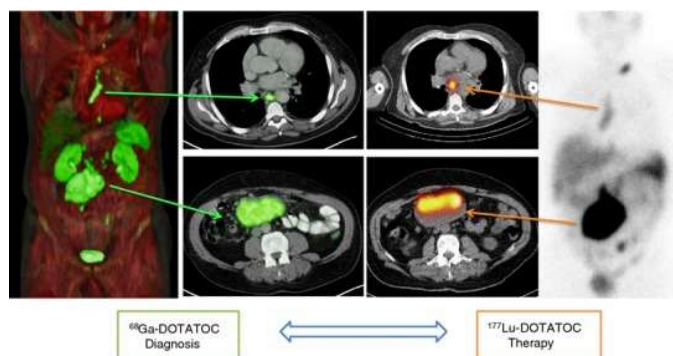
悪性神経内分泌腫瘍治療における核医学 theranostics。左図は診断用放射性 PET 薬剤 ^{68}Ga -DOTATOC であらかじめ病巣への集積を確認したもの。右図は治療用放射性薬剤 ^{177}Lu -DOTATOC で治療中に ^{177}Lu から出るガンマ線で撮像したもの。診断時の画像と治療時の画像の同一性に注目してください。参考文献1 から転載許可。
